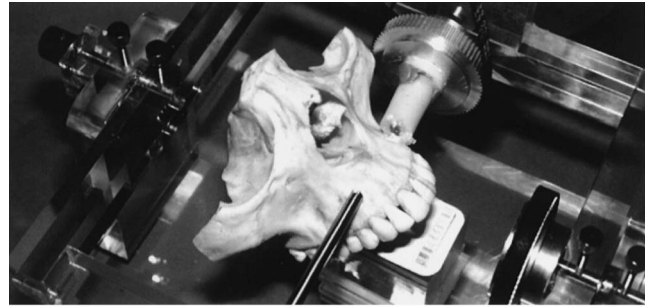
乾燥頭蓋骨を用いたX線による破折線の認識実験(上：水平性の歯根破折, 下：垂直性の歯根破折)
